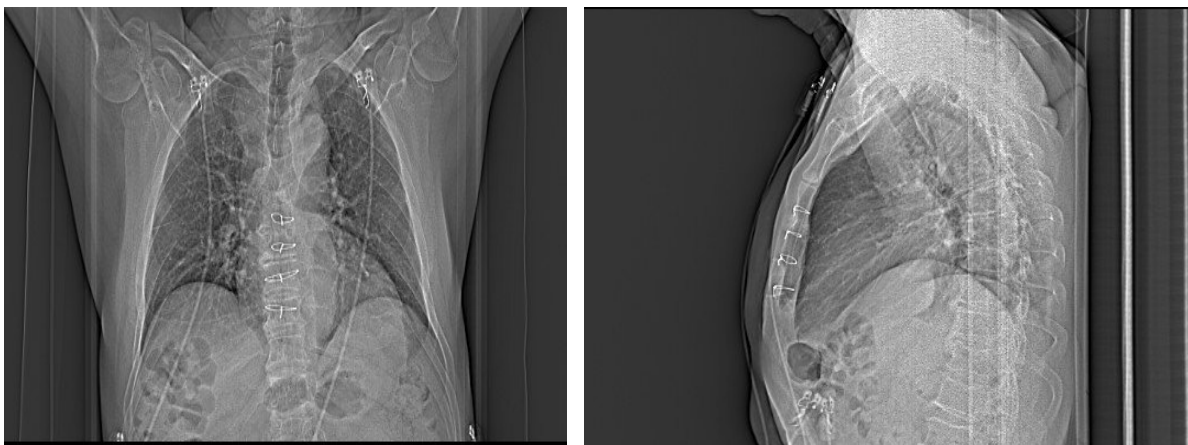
Röntgen Thorax Darstellung (links a.p., rechts seitlich) des verdrahteten Korpus sterni, es wurden vier Drähte benötigt.
